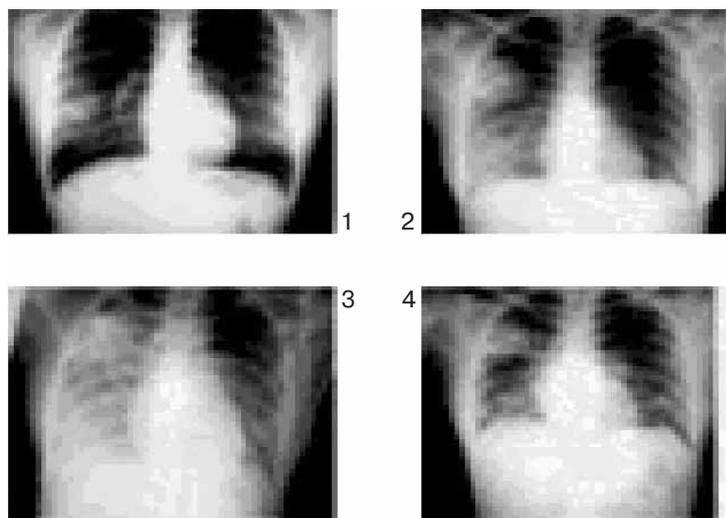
Рентгенологическая картина при SARS в динамике обследования
